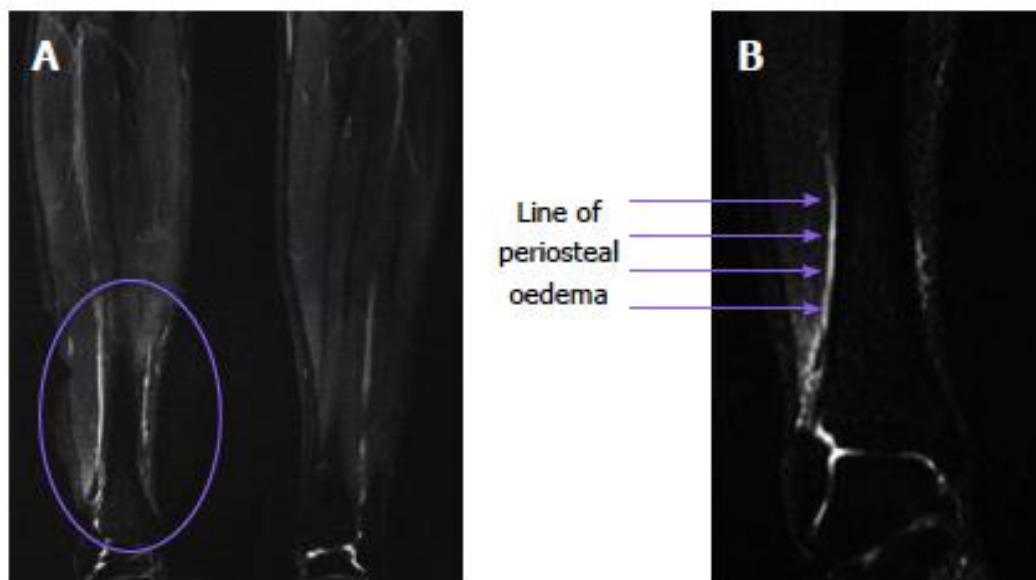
Imágenes de resonancia magnética coronal (T2-weighted). Se puede apreciar una línea longitudinal que corresponde al edema periosteal en la corteza media de la tibia, consistente con el desarrollo de dolor y sensibilidad en el paciente. Imagen tomada de Franklyn & Oates (2015).
